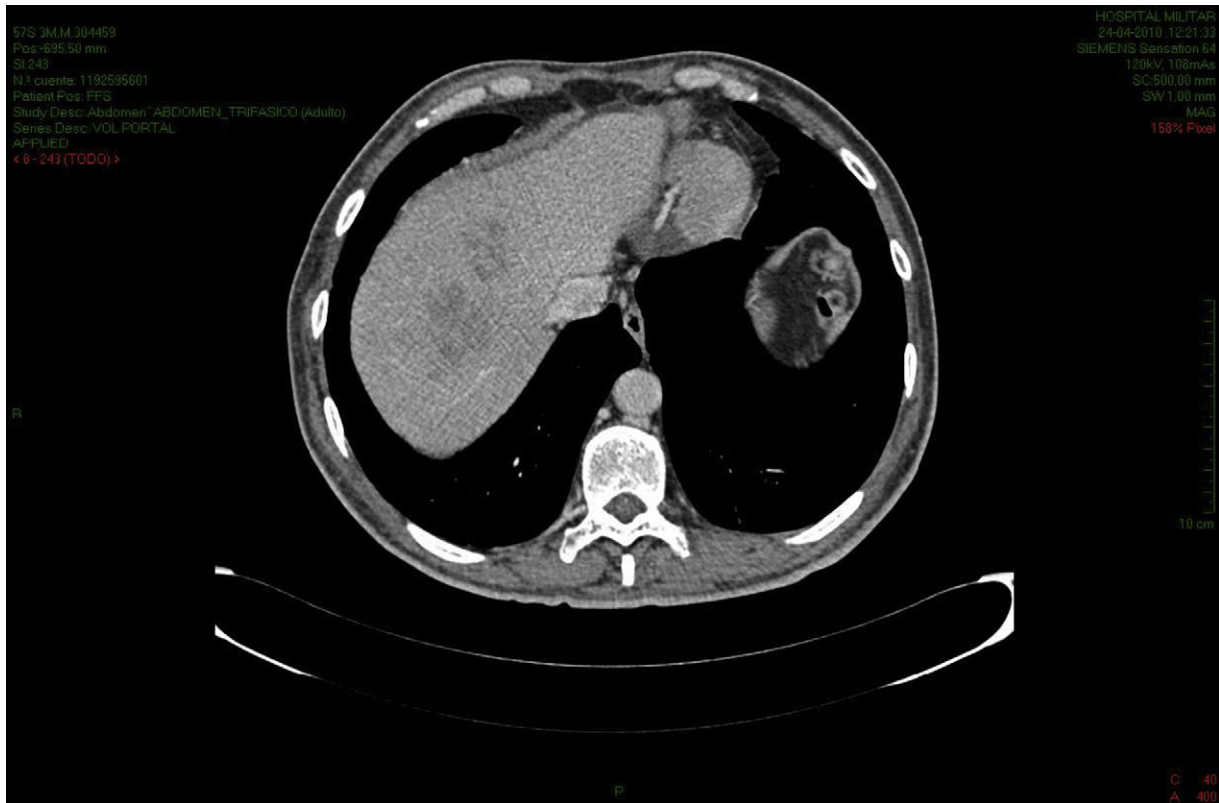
TC abdomen y pelvis de control posterior a 6 semanas de tratamiento antibiótico, regresión progresiva de lesiones hepáticas.
